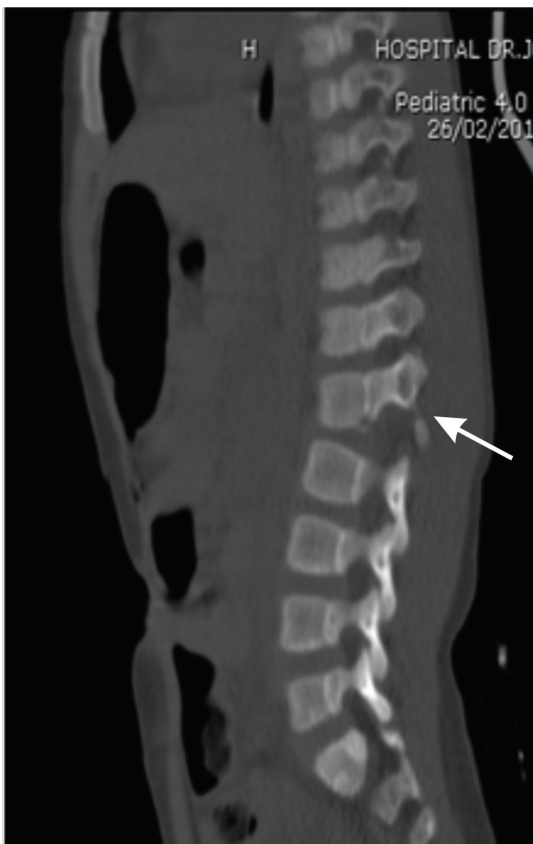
TAC corte sagital.
